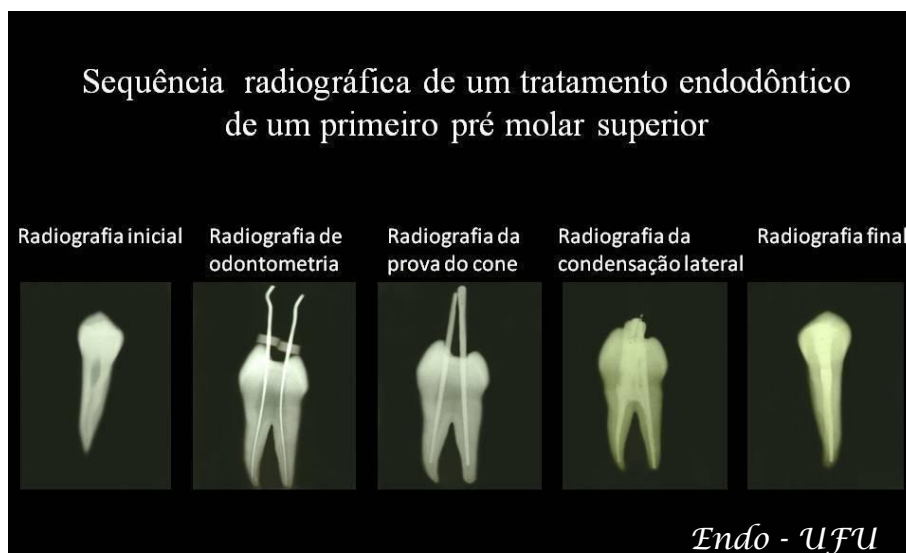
Sequência de radiografias no pré-clínico da ENDODONTIA 1
